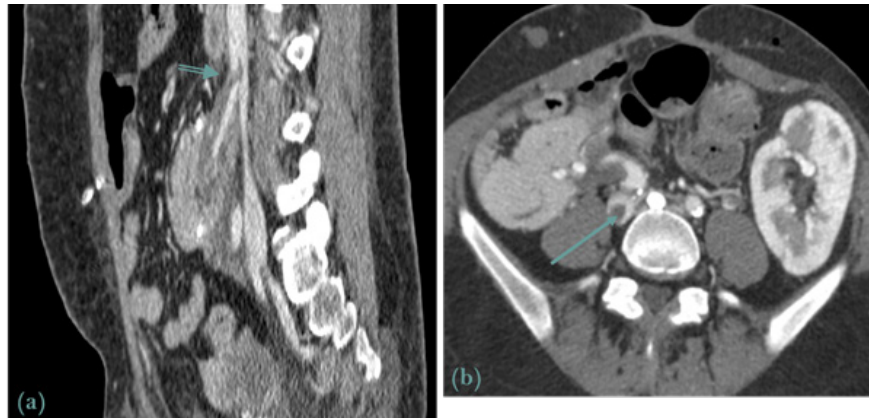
Trombose venosa associada ao transplante pancreático. (a) TC Abdomino-pélvico (reformatação sagital) e (b) axial que demonstram trombose parcial (setas) da VCI adjacente à anastomose venosa do enxerto pancreático.
